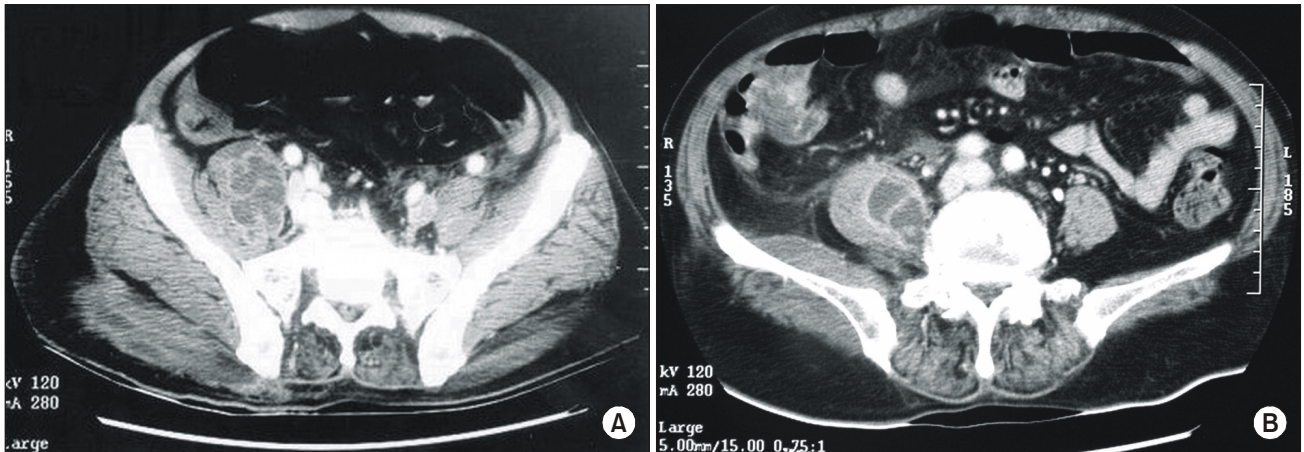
Computed tomography shows multilobulated abscess in the right psoas muscle (A) and iliopsoas muscle (B).
